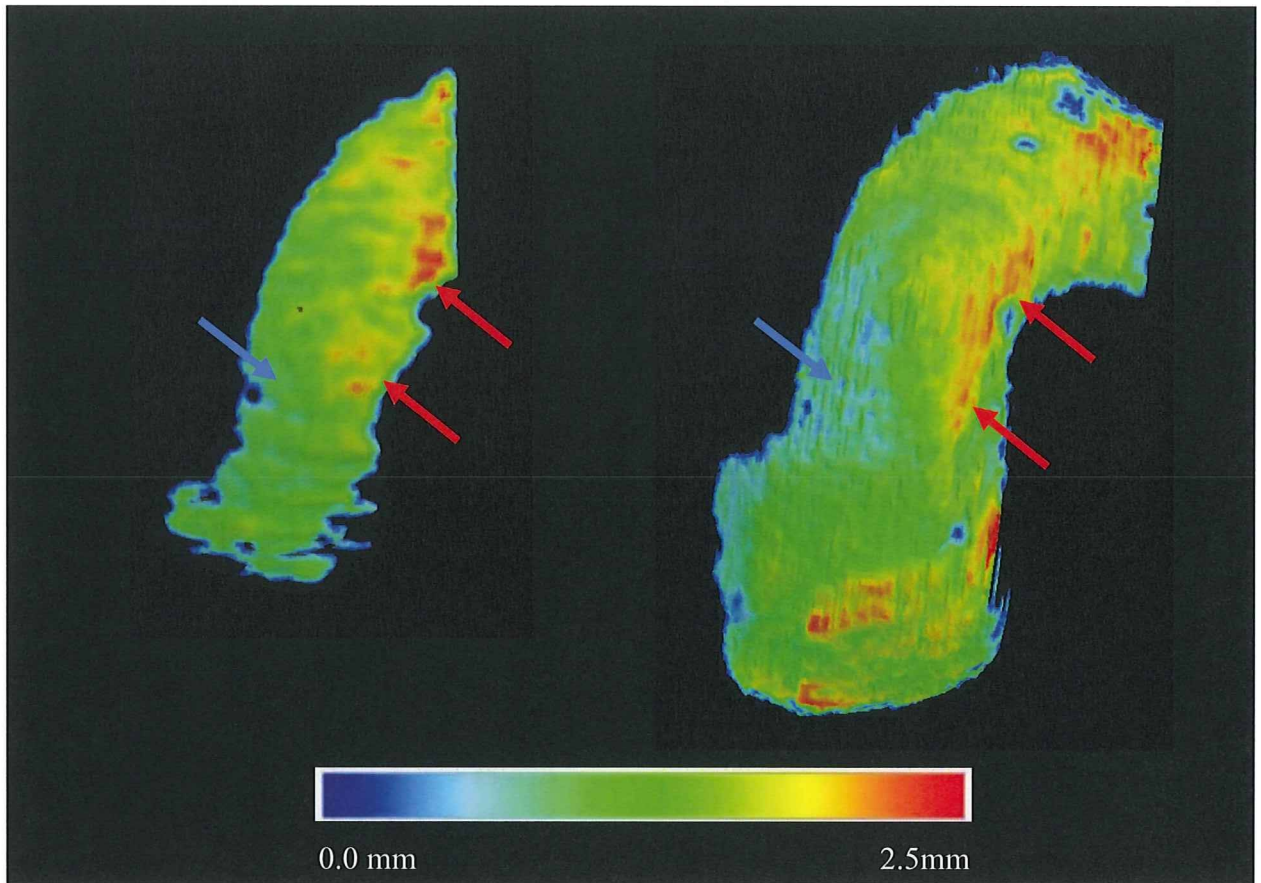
73 歳男性の超音波モデル（左）と MRI 軟骨モデル（右）における軟骨厚カラーマッピング
